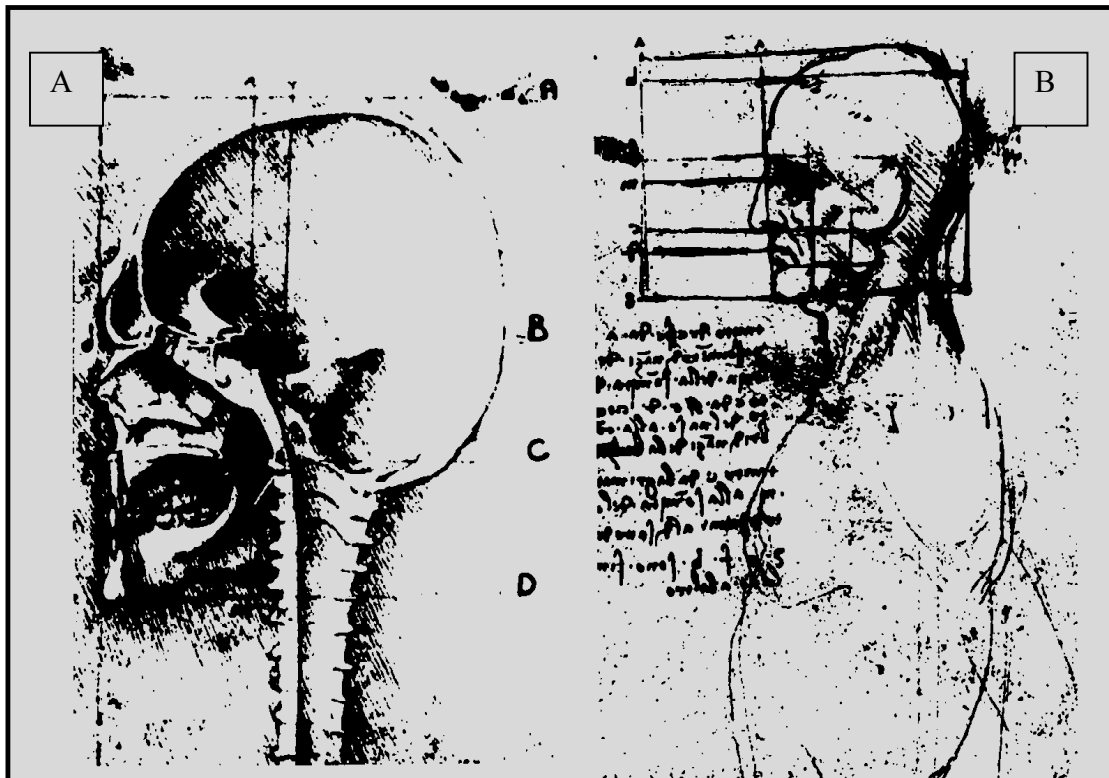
Das Fernröntgenseitenbild (FRS)
